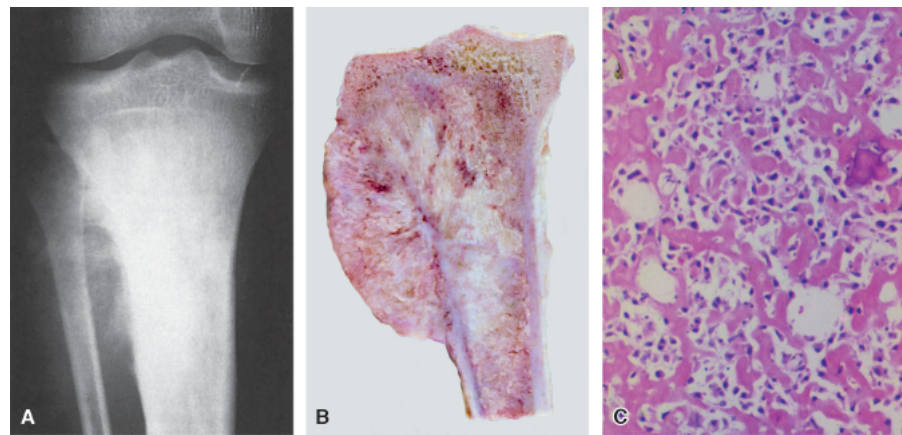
Osteossarcoma. A. Radiografia da perna, evidenciando lesão infiltrativa com neoformação óssea, comprometendo o terço superior da tíbia. B. Aspecto macroscópico da neoplasia. C. Corte histológico mostrando proliferação mesenquimal com neoformação óssea.
